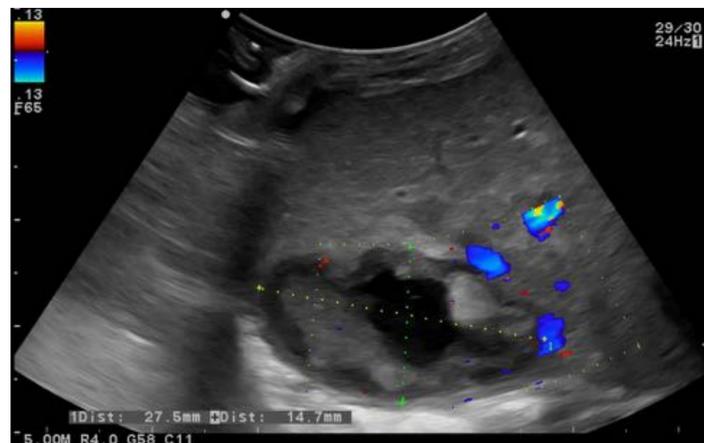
Colección hepática hipocóica, heterogénea, de borde hiperecogénico que no presenta vascularización en la exploración doppler color compatible con absceso
